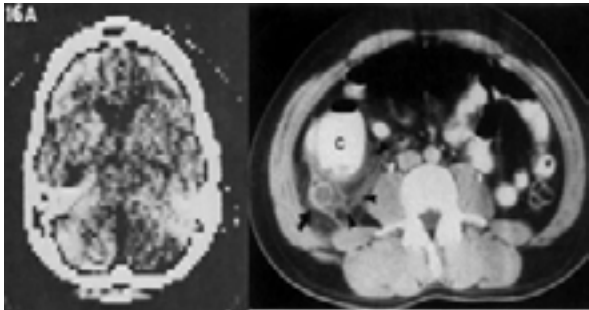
Primera Imagen TC craneo (1974) TC PELVIS (1991) Apendicitis Aguda (RSNA). COMPUTED TOMOGRAPHY: Revolutionizing Medicine for 40 Years ^{2, 10}
